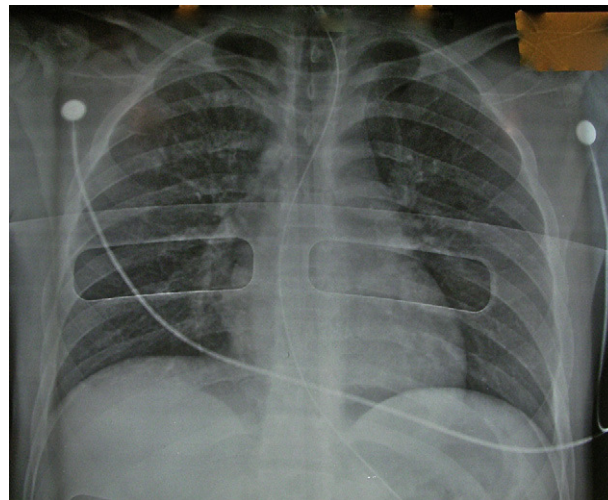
Radiografía del tórax de un donante en asistolia válido.
